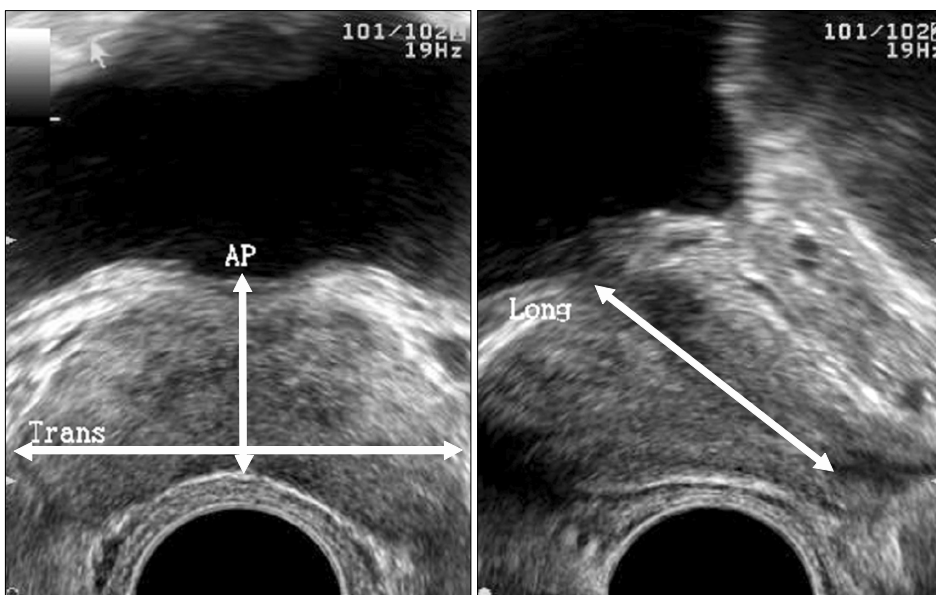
Prostate volume measurements using transrectal ultrasonography. AP: anteroposterior diameter, Trans: transverse length, Long: longitudinal length.
